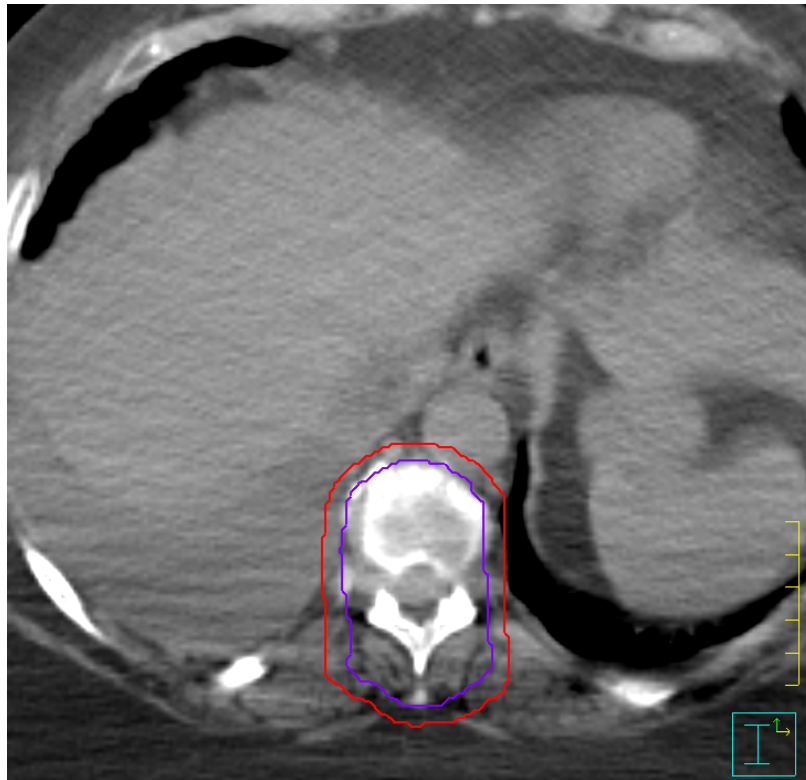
Beispielhafte Konturierung des Zielvolumens im transversalen CT-Schnittbild. Die rote Linie umschließt das PTV, die violette Linie das angenäherte CTV.
